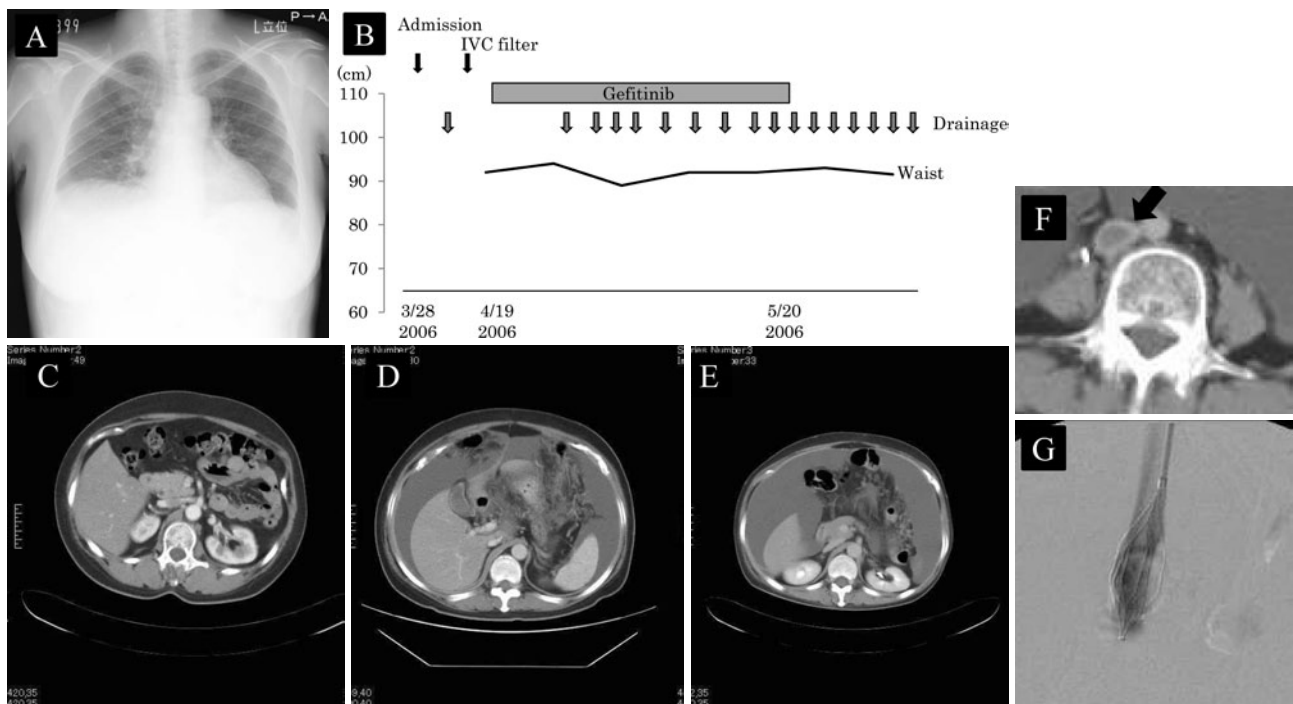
(A) Chest X-ray on admission. (B) Clinical course. (C-E) Abdominal CT findings (C: before admission; D: on admission; E: after receiving gefitinib), showing no change of ascites between D and E. (F) Arrow shows an embolism in IVC. (G) IVC filter was inserted (Case 2).
